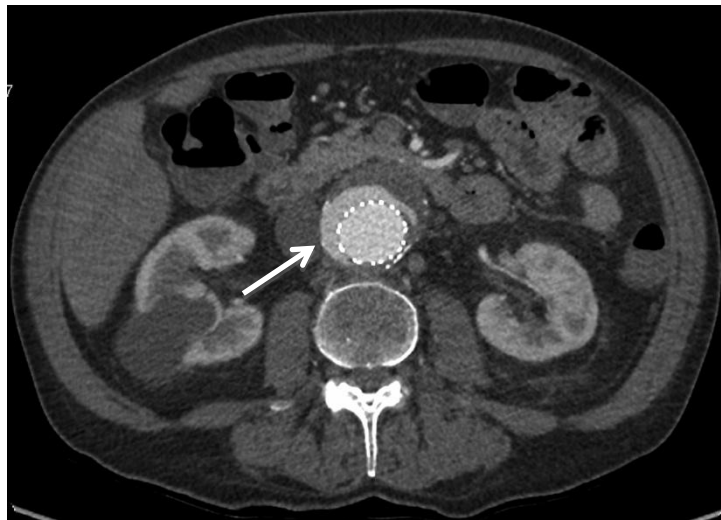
Computertomographie eines Typ Ia Endoleaks. Der Pfeil markiert Kontrastmittel zwischen dem Stent-Graft und der Aneurysmawand.
